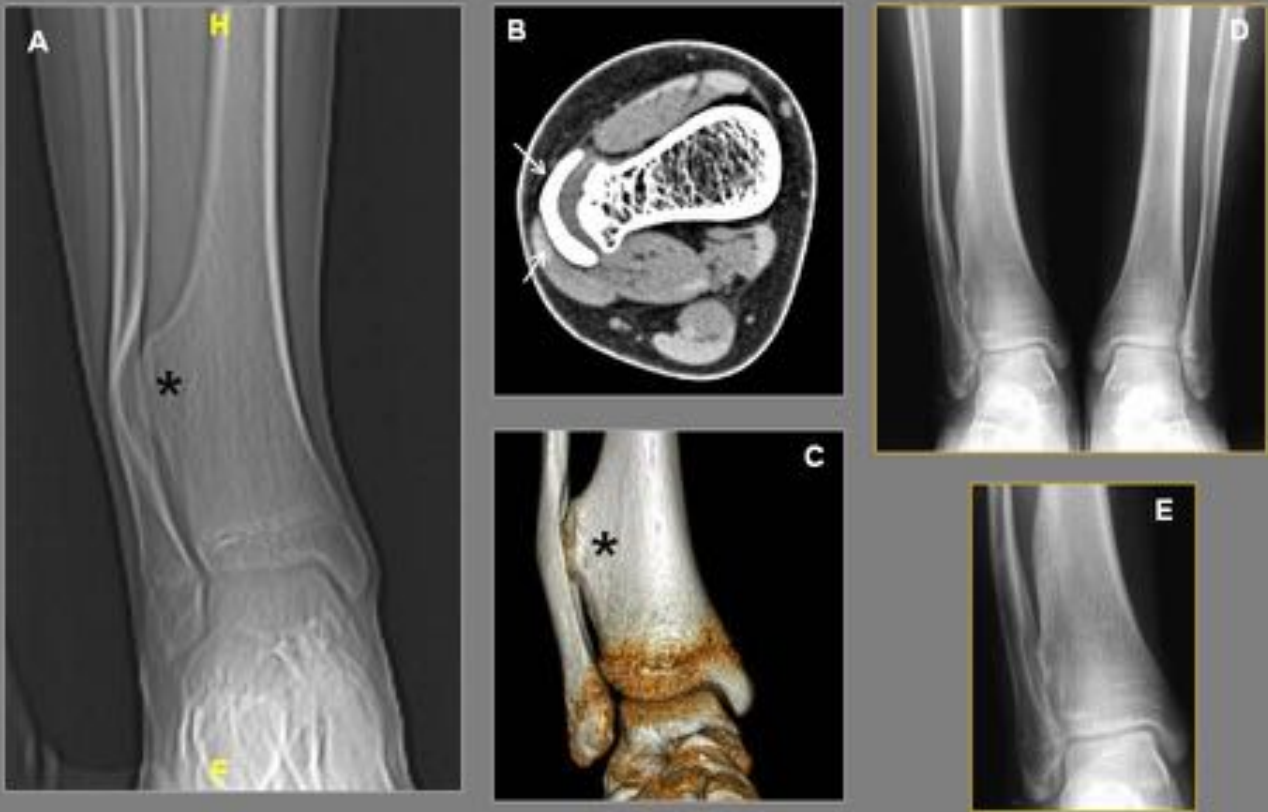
A,B,C. Paciente con osteocondroma sésil de la metáfisis distal de la tibia (*) que por su crecimiento hacia la membrana interósea condiciona una deformidad del peroné. En el corte axial de TC (B) se aprecia el adelgazamiento y curvatura que condiciona el osteocondroma sobre el peroné. D,F . Estudio radiológico realizado un año tras la cirugía que demuestra la recuperación morfológica del peroné derecho tras la resección del osteocondroma de la tibia
